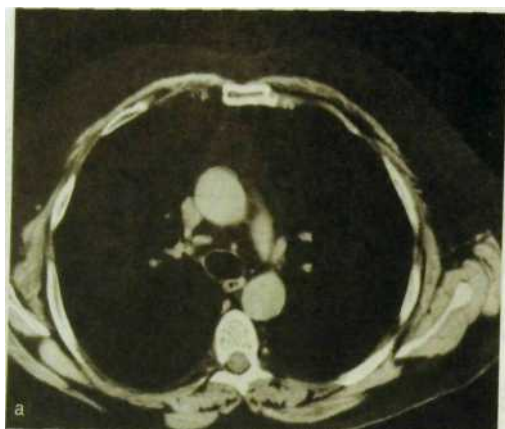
5. Компьютерные томограммы легких одного и того же пациента, выполненные при разных технических условиях.
